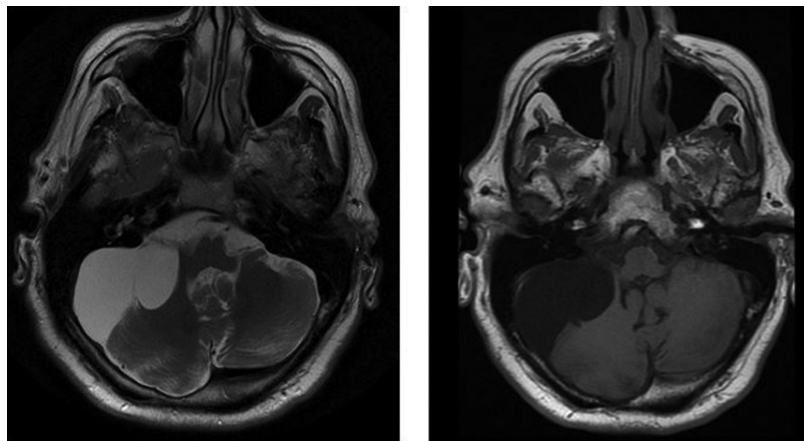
8 MRI T1W in sezione assiale di cisti aracnoidale; fig. 2 MRI T2W in sezione assiale della stessa formazione (Renowden et al. 2014)
